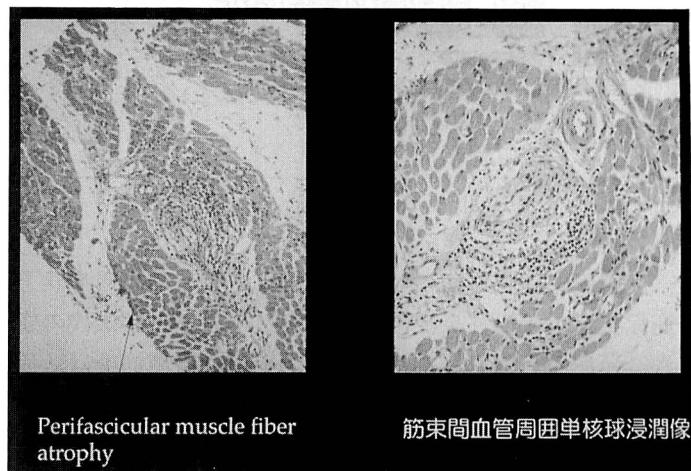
図表6はMRIで病変の著しかった部位を選んで(図表5にて示した部位)行った筋生検の組織標本です。弱拡大(図の左側)において強い筋の変性萎縮がみられます(矢印の部位)。強拡大(右図)にしますと筋束間の血管周囲に著明なリンパ球浸潤をともなっているのがわかります。
